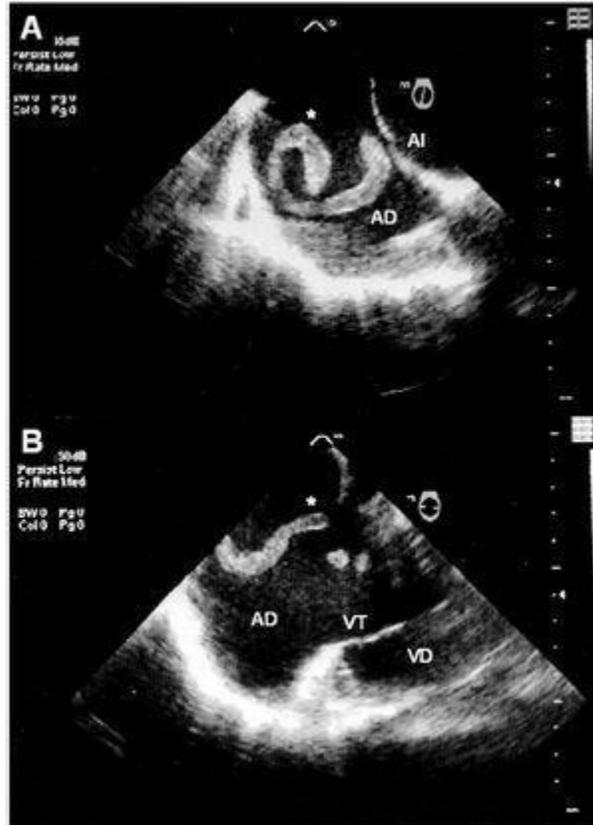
Imagen de ecocardiograma transesofágico donde puede observarse un trombo en la AD.
